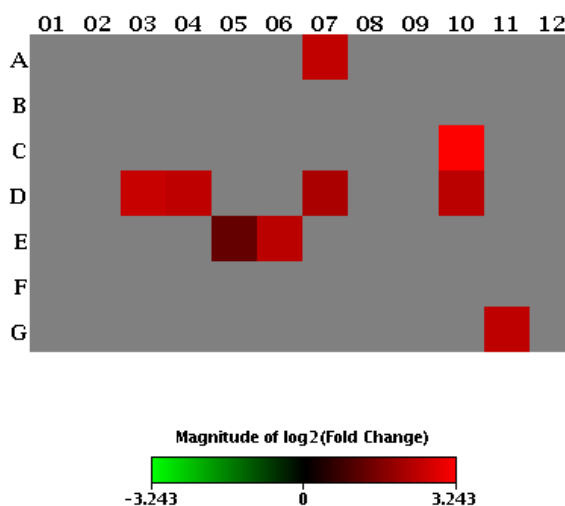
Mapa de calor da expressão gênica da resposta imune do GC- *versus* GQ-, de CT de queratinócitos (n=10).
